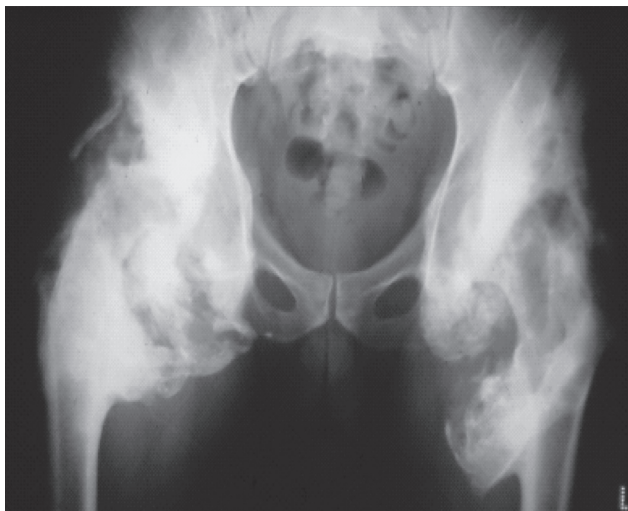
Гетеротопическая оссификация у пациента с татраплегией. Она может быть рано обнаружена посредством УЗИ. Раннее лечение бифосфонатами и противовоспалительными средствами уменьшает тяжесть исхода.
